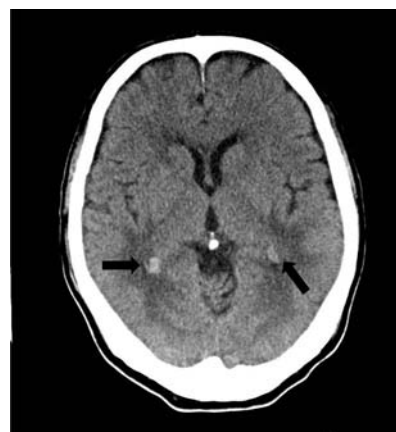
Brain computed tomography findings after 12 days of axitinib administration. Computed tomography showed reduction in the size of brain metastases on both sides.
